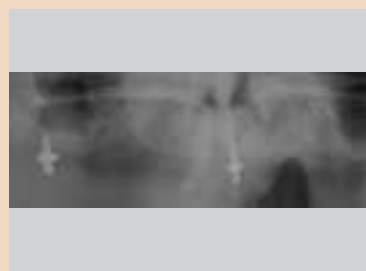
Insetierte FRP-Implantate in der Röntgenaufnahme ...
